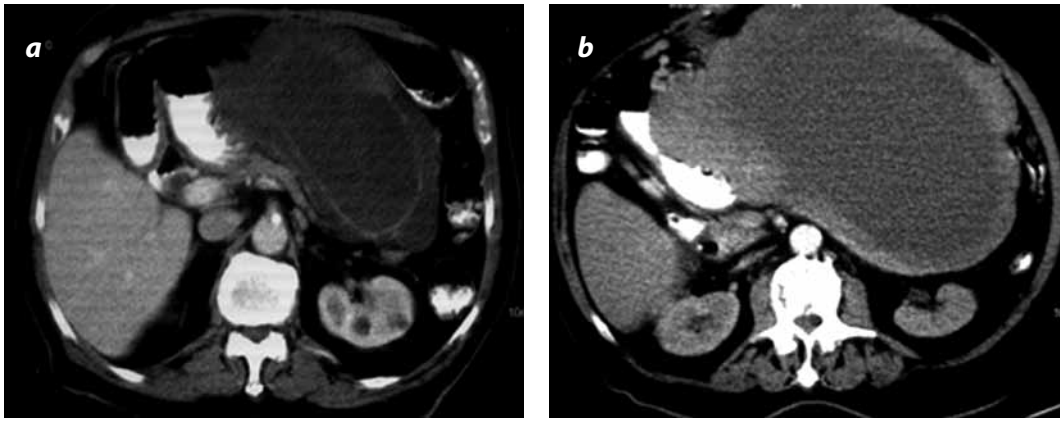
El tamaño tumoral importa, pero no es la única variable. TAC con medio de contraste. Corte realizado en el tronco celiaco que muestra a una paciente de 48 años de edad con diagnóstico de GIST. Actualmente recibe antiangiogénicos. (a) la TAC de base y (b) la TAC tomada seis semanas después, debido a que la paciente presenta cuadro de dolor abdominal. Se evidencia un aumento en el tamaño de la masa; sin embargo, existe una disminución significativa en los coeficientes de atenuación, hallazgo que se relaciona a respuesta al tratamiento.
